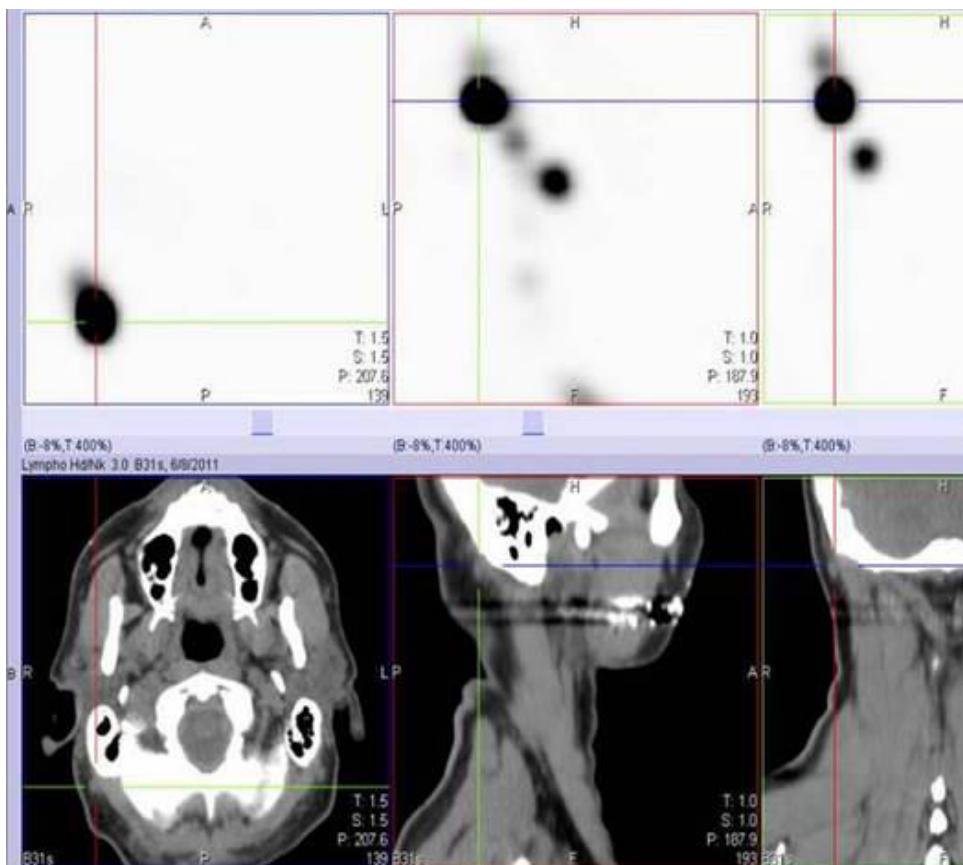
ОФЭКТ/КТ при меланоме волосистой части головы. Определяется гиперфиксация Тс99 лимфоузлом передней шейной группы справа.
